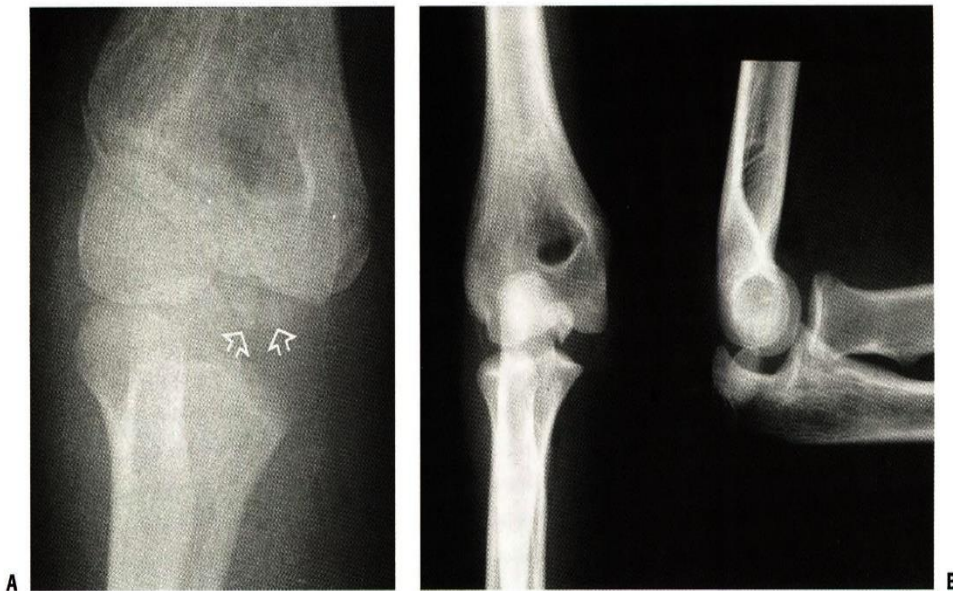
A: At about 9 years of age, the ossification of the medial crista of the trochlea may begin as two well-defined centers (arrows). These multiple centers can give the trochlea a fragmented appearance. This is not to be confused with avascular necrosis of the trochlea. Also, remember what the trochlea ossification center normally looks like so an entrapped medial epicondyle (8) will not be mistaken for normal ossification Anteroposterior radiographs after a closed reduction. Note the entrapment of the medial epicondyle in the joint.
